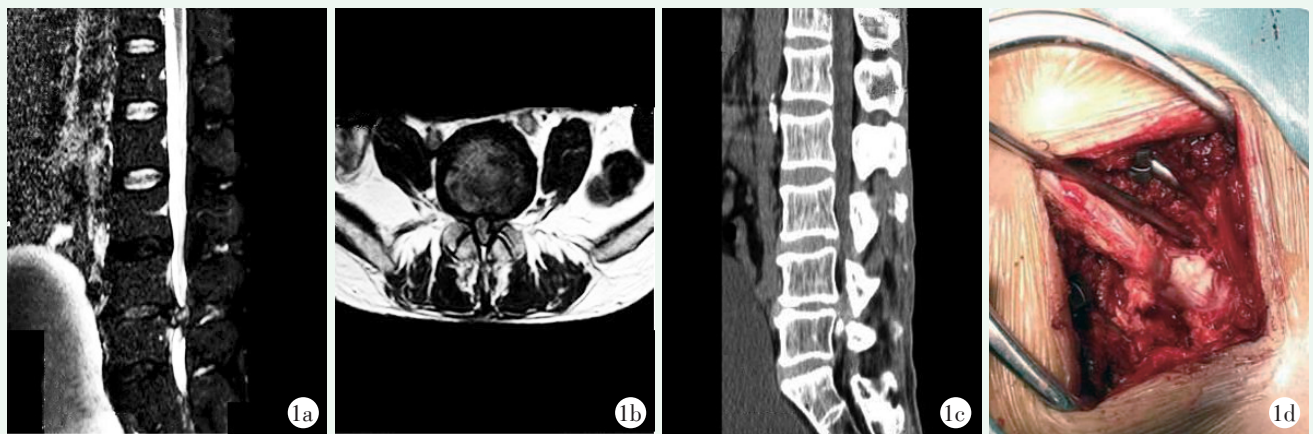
患者男性，52 岁。1a: 矢状面 MRI 显示巨大椎间盘组织突出，阻断脑脊液，压迫马尾神经；1b: 横断面 MRI 显示椎间盘疝入硬膜内，压迫马尾神经；1c: CT 显示椎体周围骨质增生，椎管内钙化灶；1d: 术中纵向打开硬膜背侧见大块椎间盘髓核及纤维环疝出。
